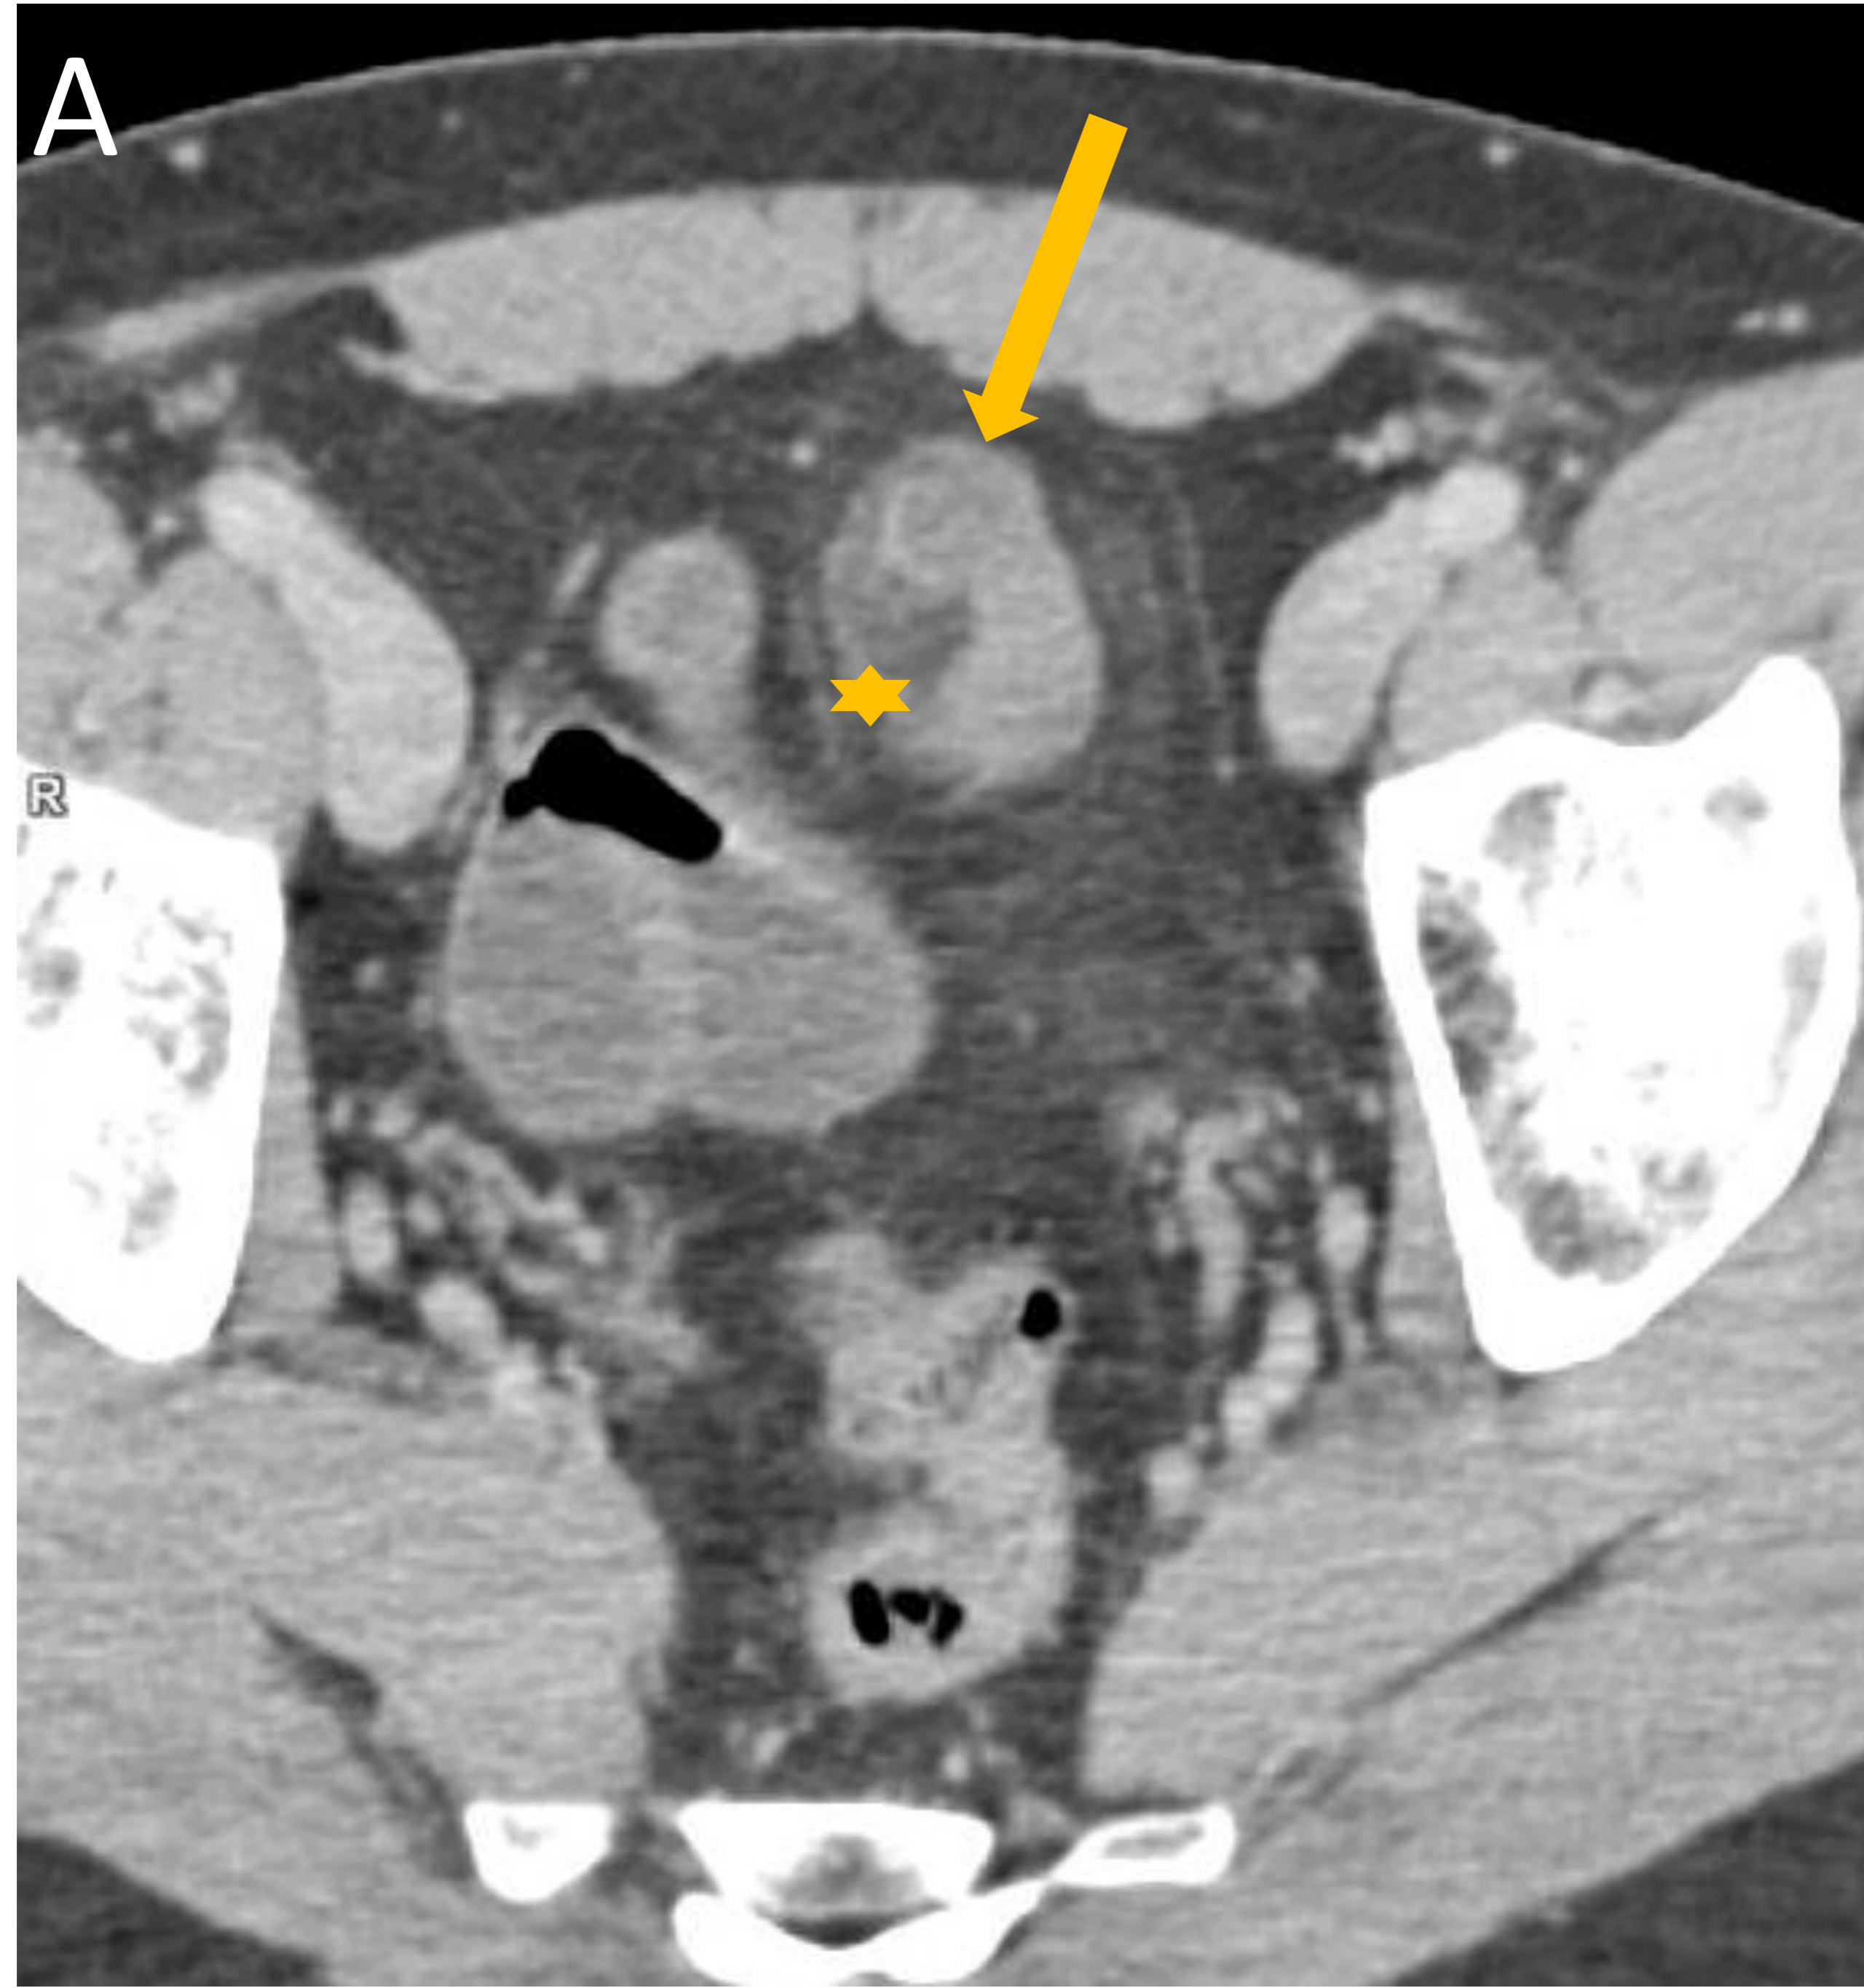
Inflamación de divertículo de Meckel visible mediante TC.
